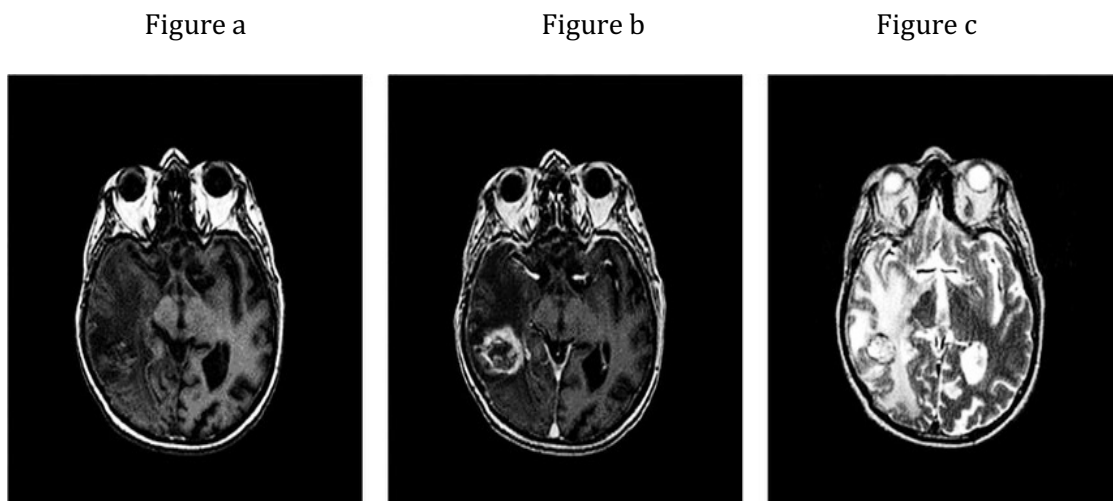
Aspect d'un GBM en IRM conventionnelle avec respectivement de gauche à droite : séquence T1, T1 avec injection de gadolinium et T2 (50)
